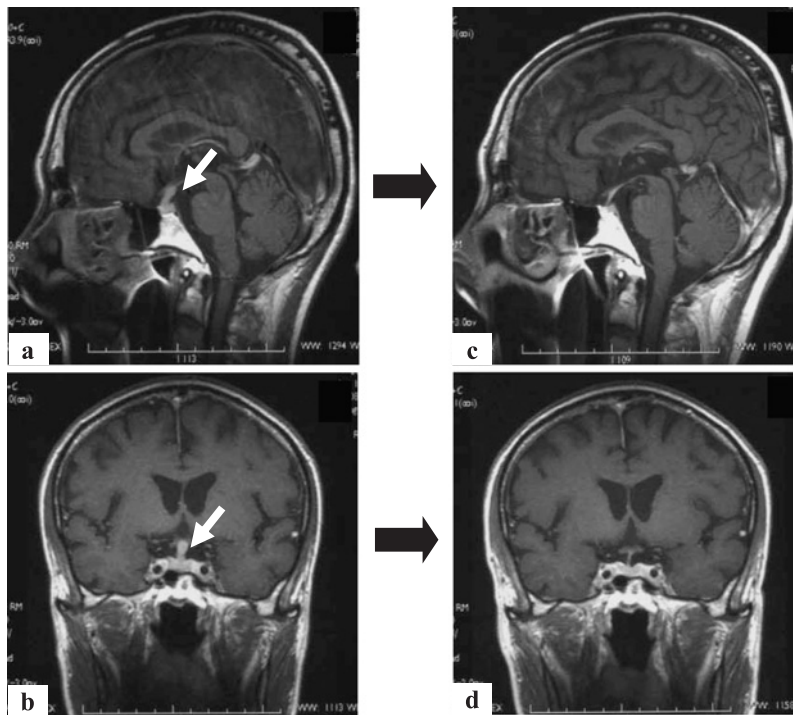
Brain MRI showed an enlargement of pituitary gland enhanced by gadolinium (a, b). It improved following of prednisolone therapy (c, d).
